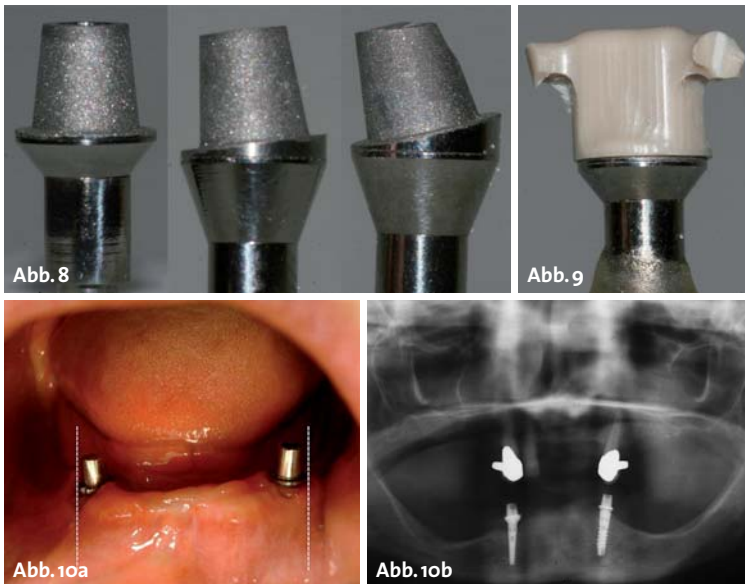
Vorgefertigte Primärteile unterschiedlichster Abwinkelungen (Fa. Schütz Dental). – Abb. 9: CNC-gefrästes PEEK-Sekundärteil (Dental Labor/Fräszentrum Anger, Regagen). – Abb. 10: Parallelisierung der Primärteile a) im Mund und b) Röntgenkontrolle.
